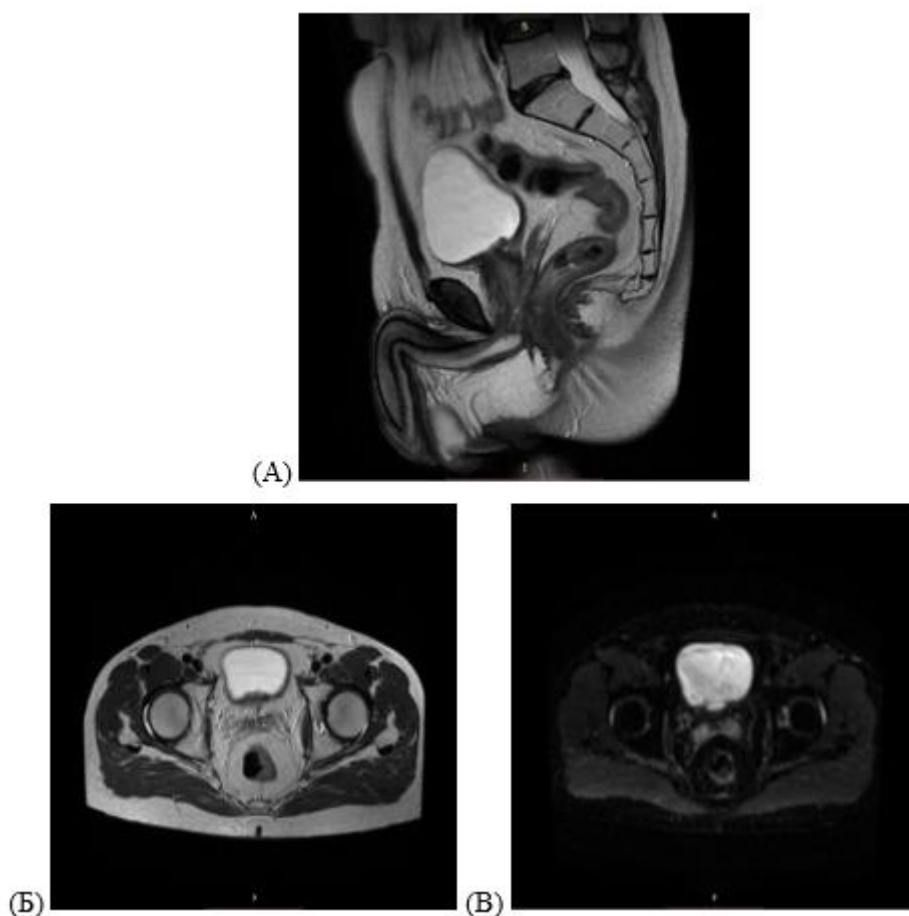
МРТ органов малого таза с контрастным усилением, первичная опухоль через 31 месяц после химиолучевой терапии в режимах T2-ВИ в сагиттальном (А) и аксиальном срезах (Б), ДВИ (В).
